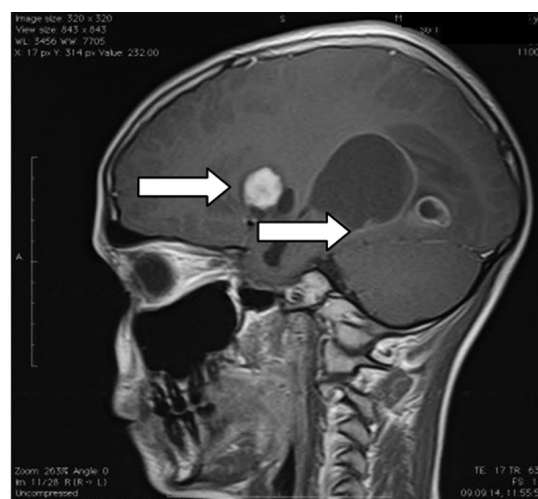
Инициальная МРТ головного мозга
